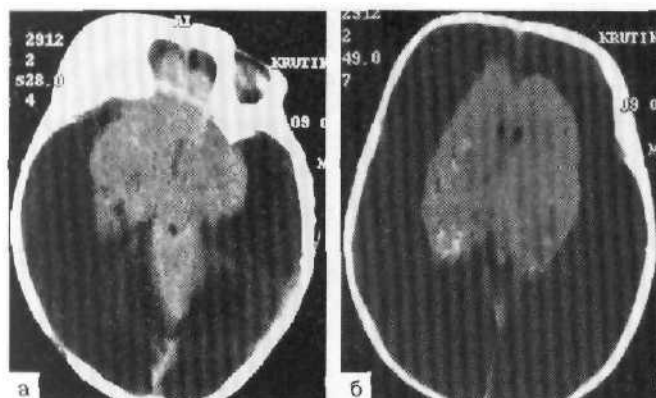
Аксиальные КТ 7-месячного ребенка с прогрессирующей наружной гидроцефалией, развившейся вследствие перинатальной травмы и вирусного менингоэнцефалита, перенесенного в возрасте 2 мес.
